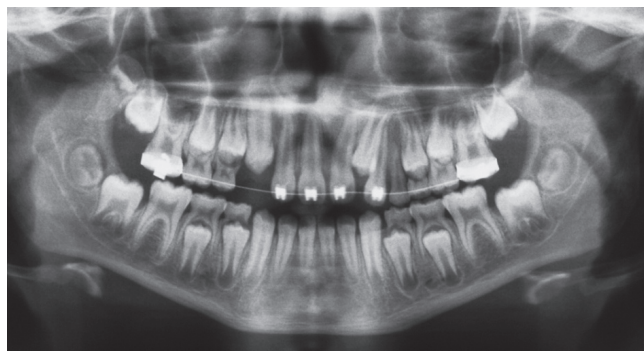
Radiografia panorâmica ao início do tratamento.
